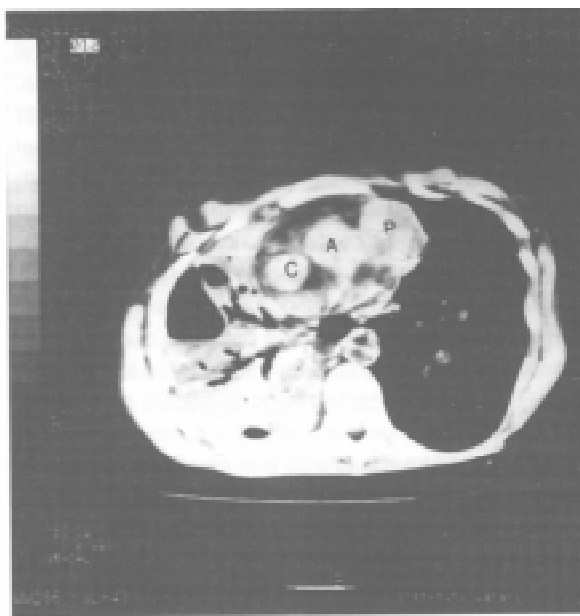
TAC de tórax; marzo 1998. A: aorta; P: pulmonar; C: cava. Comparar con Fig. 6.
